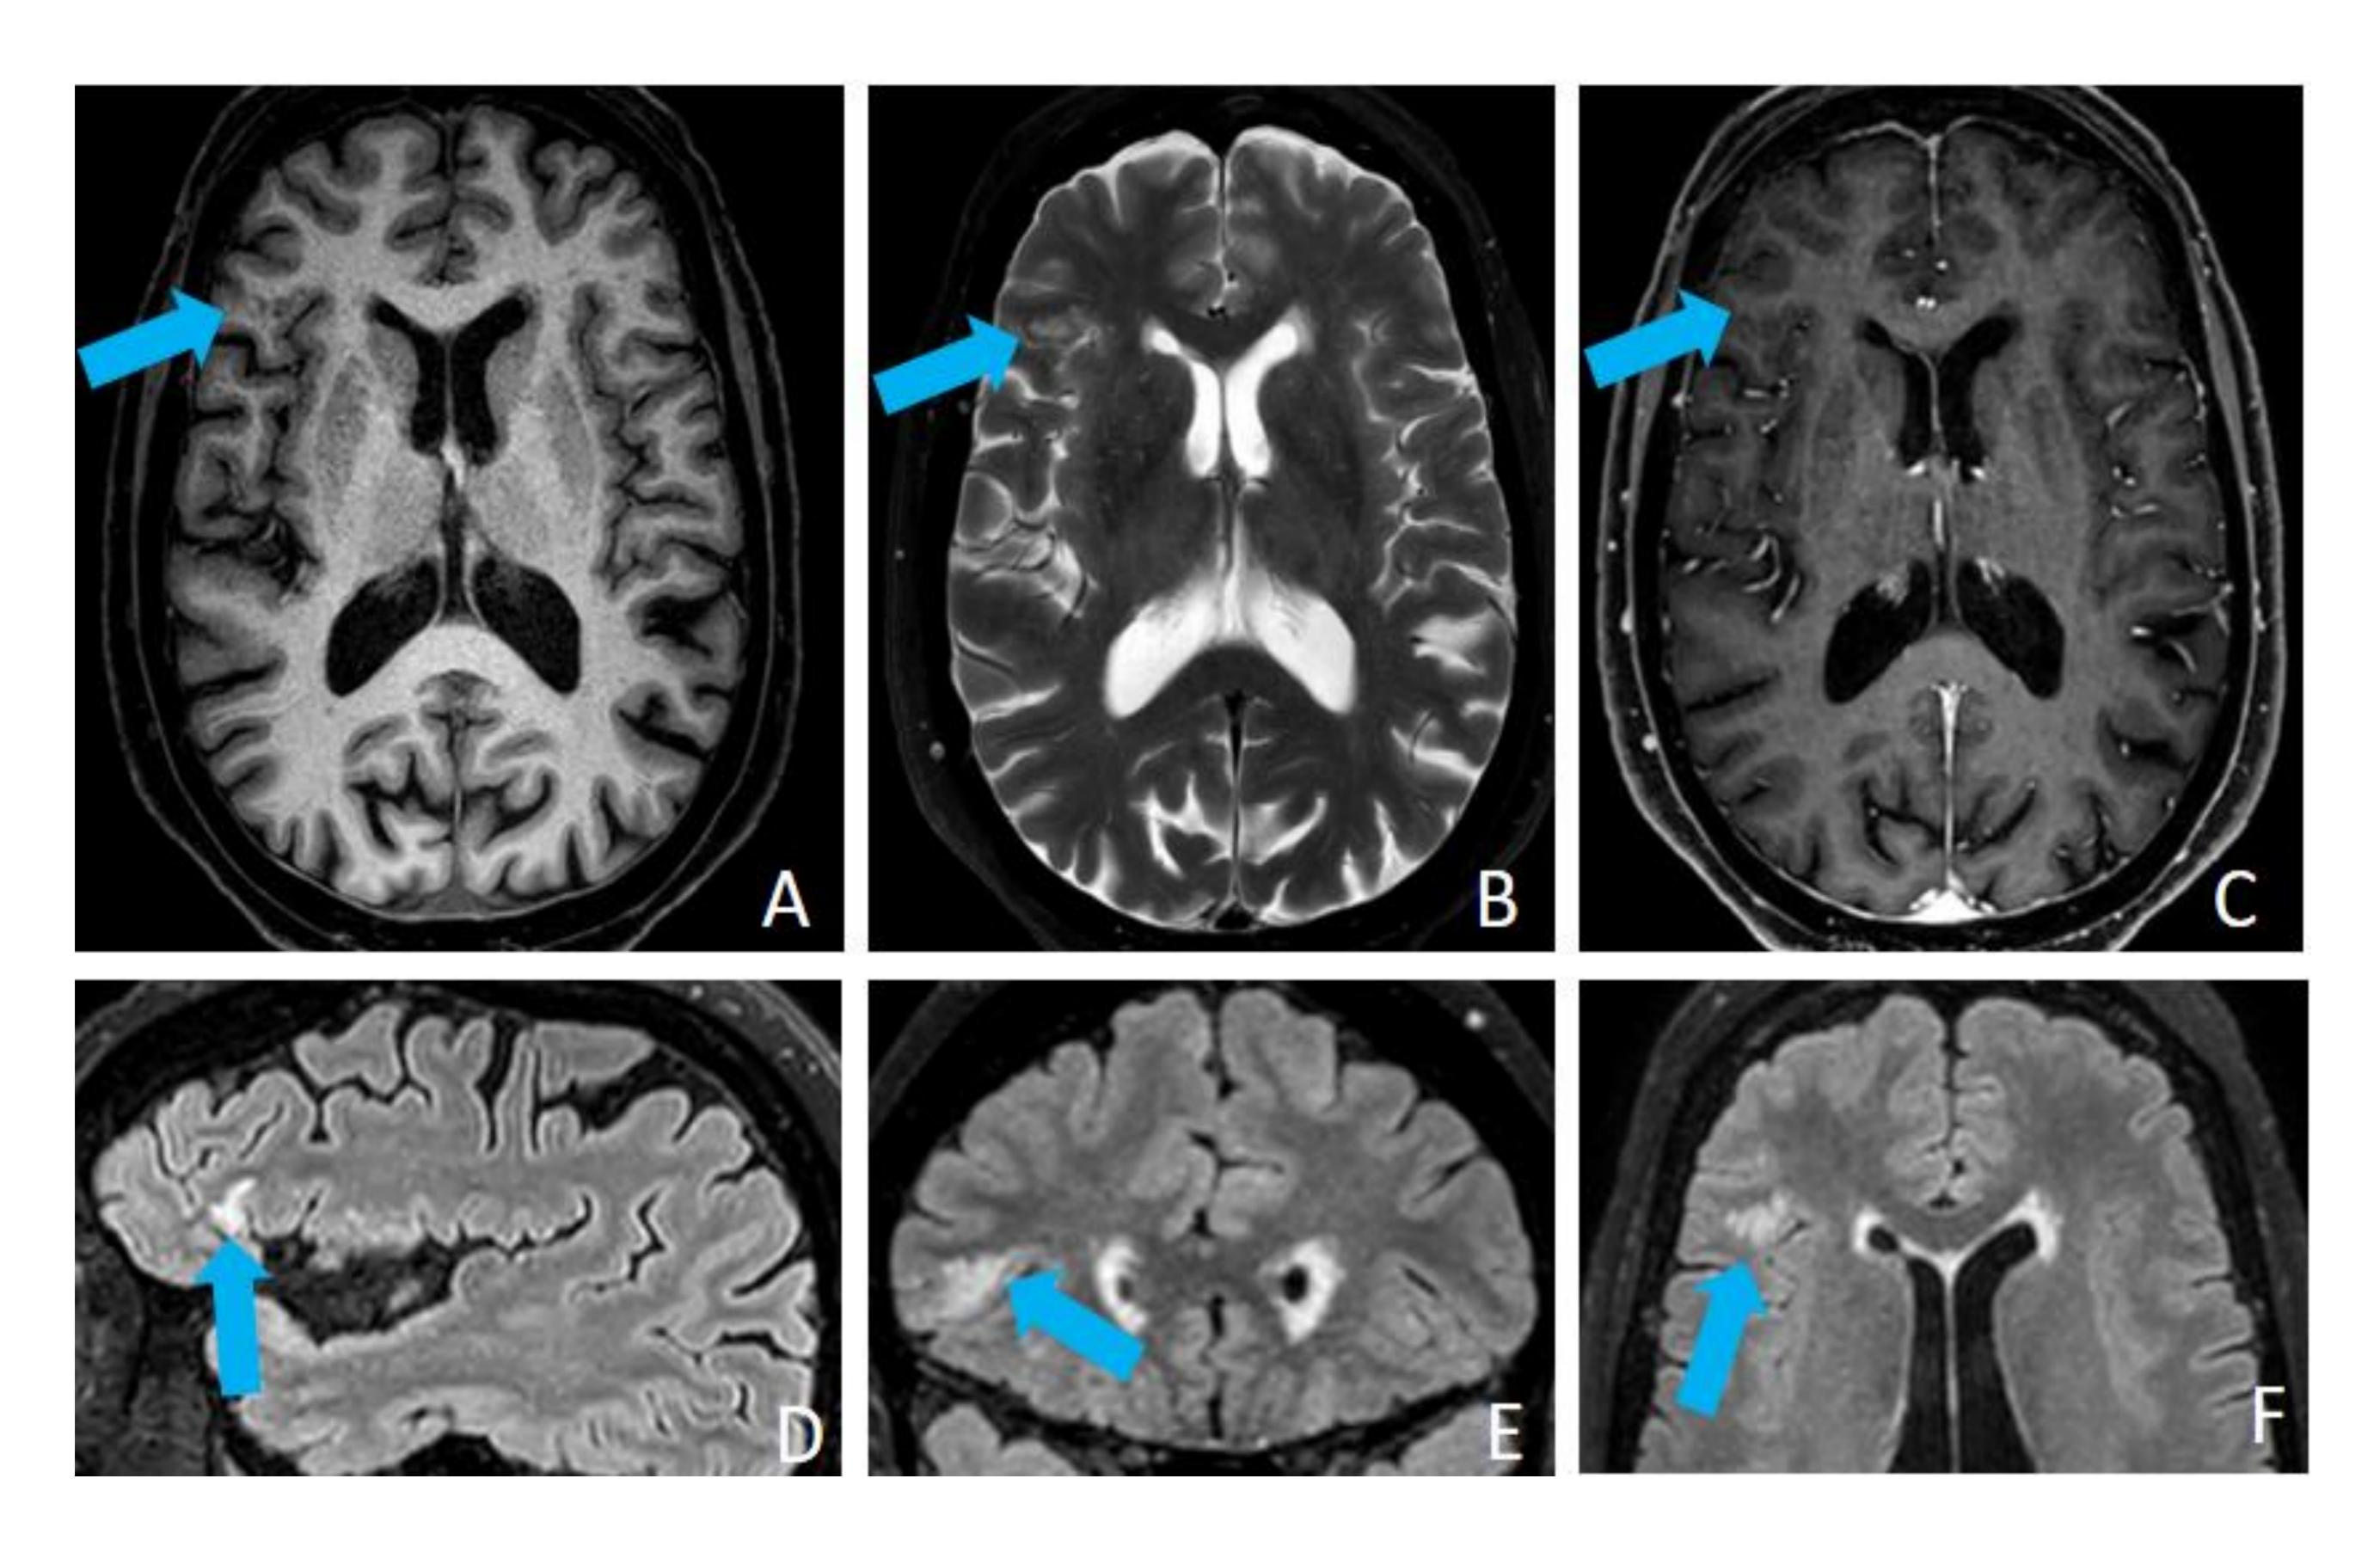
RM con secuencias axiales T1 sin contraste intravenoso (A), T2 (B), T1 con contraste (C), T2 FLAIR sagital (D), coronal (E) y axial (F). Se objetiva un área heterogénea hipointensa en T1 y de hiperseñal T2/FLAIR en la sustancia blanca subcortical y yuxtacortical y borde interno de la corteza de la circunvolución frontal inferior derecha de aspecto "algodonoso", que no asocia expansividad, alteraciones en otras secuencias ni realce que es sugestiva de corresponder a MVNT.
